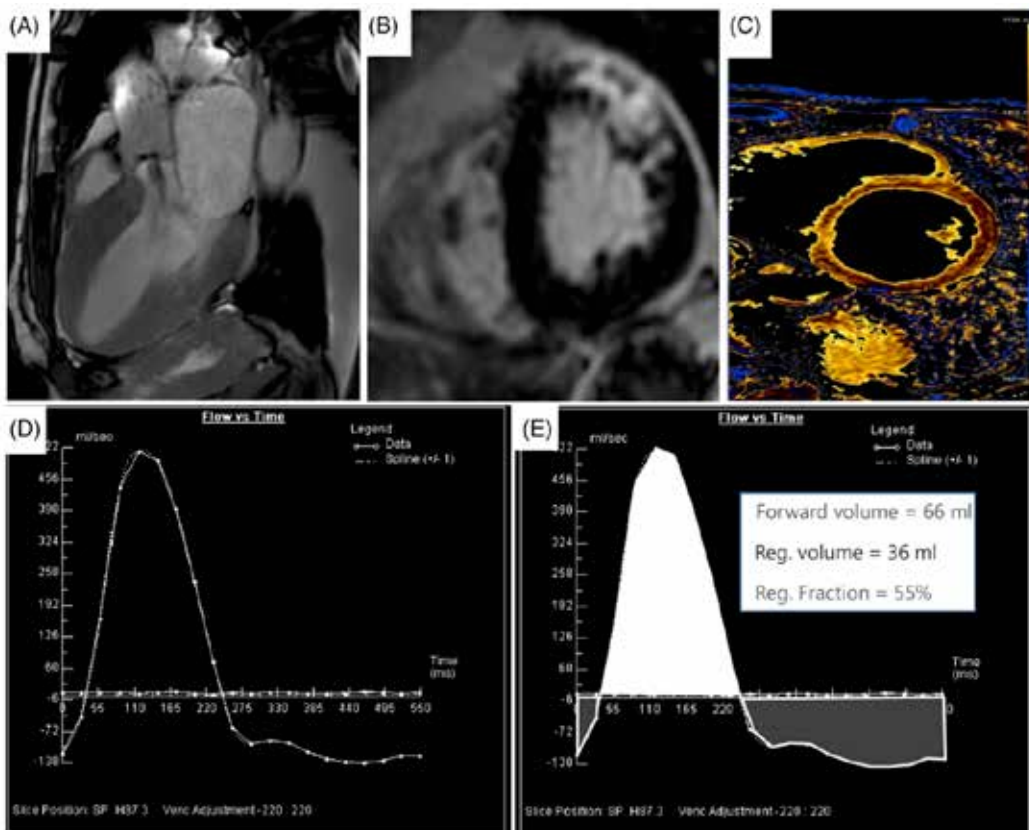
IRM d'une insuffisance aortique en vue 3 cavités (A), présence de rehaussement tardif au niveau de la paroi antérieure et antéro-latérale du ventricule gauche témoin de fibrose localisée (B), T1 mapping permettant l'évaluation de la fibrose diffuse (C) et courbes des flux antérogrades et rétrogrades au niveau de la valve aortique.
